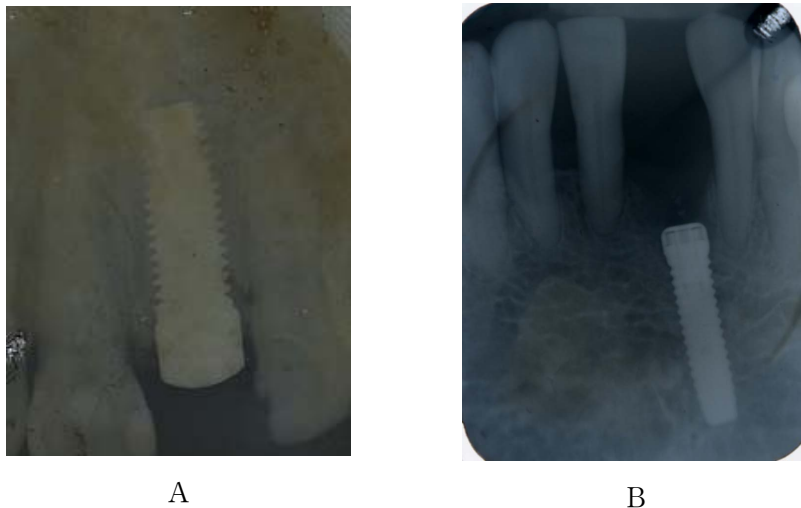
Periapical radiographs immediately after implant placement. A: Note the excellent bone levels. B: Implant placement at the beyond of the extraction socket.
